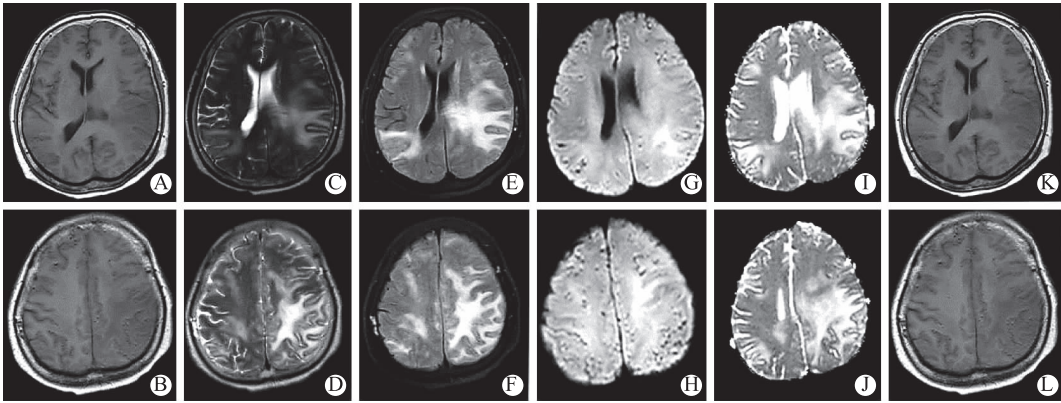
治疗前头部 MRI 平扫+增强扫描表现(2023 年 3 月 16 日) A,B 为头部轴位 T₁ WI;C,D 为头部轴位 T₂ WI;E,F 为头部轴位 FLAIR;G,H 为头部轴位 DWI;I,J 为头部轴位 ADC;K,L 为头部轴位增强检查显示双侧大脑半球多发斑片、团片状长 T₁长 T₂信号,以左侧顶叶为著,FLAIR 呈高信号,DWI 呈稍高信号,ADC 呈高信号,增强后未见明显强化;左侧大脑半球肿胀,左侧侧脑室后角受压,中线略右移
